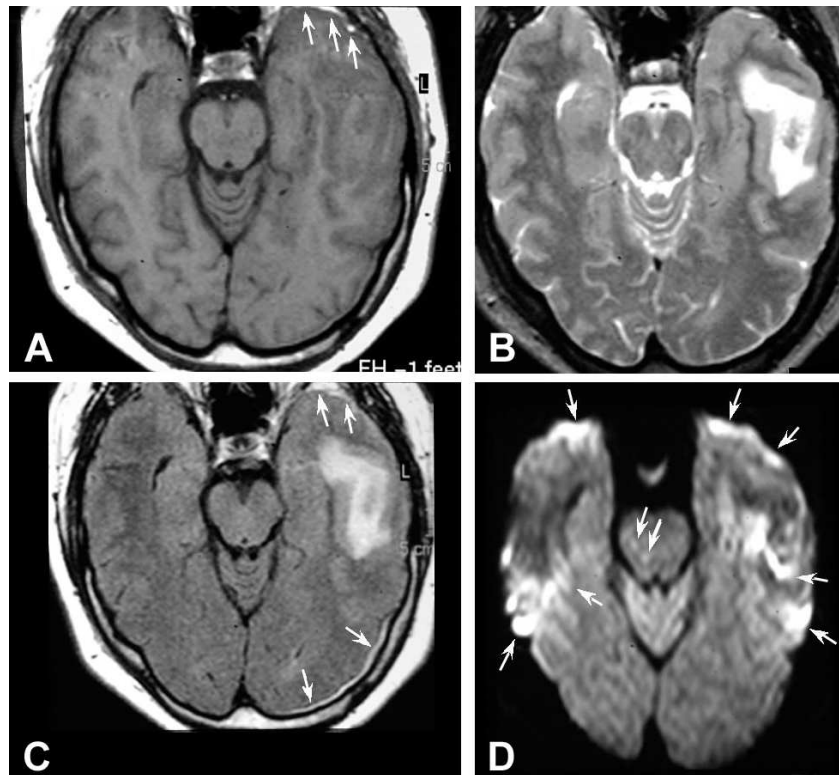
IRM d'une contusion cérébrale, à deux jours d'un traumatisme. (A) Image pondérée en T_1 montrant une oblitération de la corne temporale gauche due à une hémorragie sous-durale (flèches). (B) Images pondérée en T_2 et (C) FLAIR (« Fluid-Attenuated Inversion Recovery ») montrant un hypersignal entourant le sang dans le lobe temporal gauche. L'image FLAIR montre l'hémorragie sous-durale dans le cortex temporal antérieur gauche et une extension postérieure plus clairement (flèche). (D) Image d'IRMd ($b = 0$) montrant des zones de diffusion restreinte dans le lobe temporal gauche et deux petites zones anormales dans le mésencéphale droit (flèches). Les régions hyperintenses bilatérales, frontales antérieures et temporales, représentent des artéfacts (flèches). *Source emedicine.medscape.com/article/337782-imaging.*
